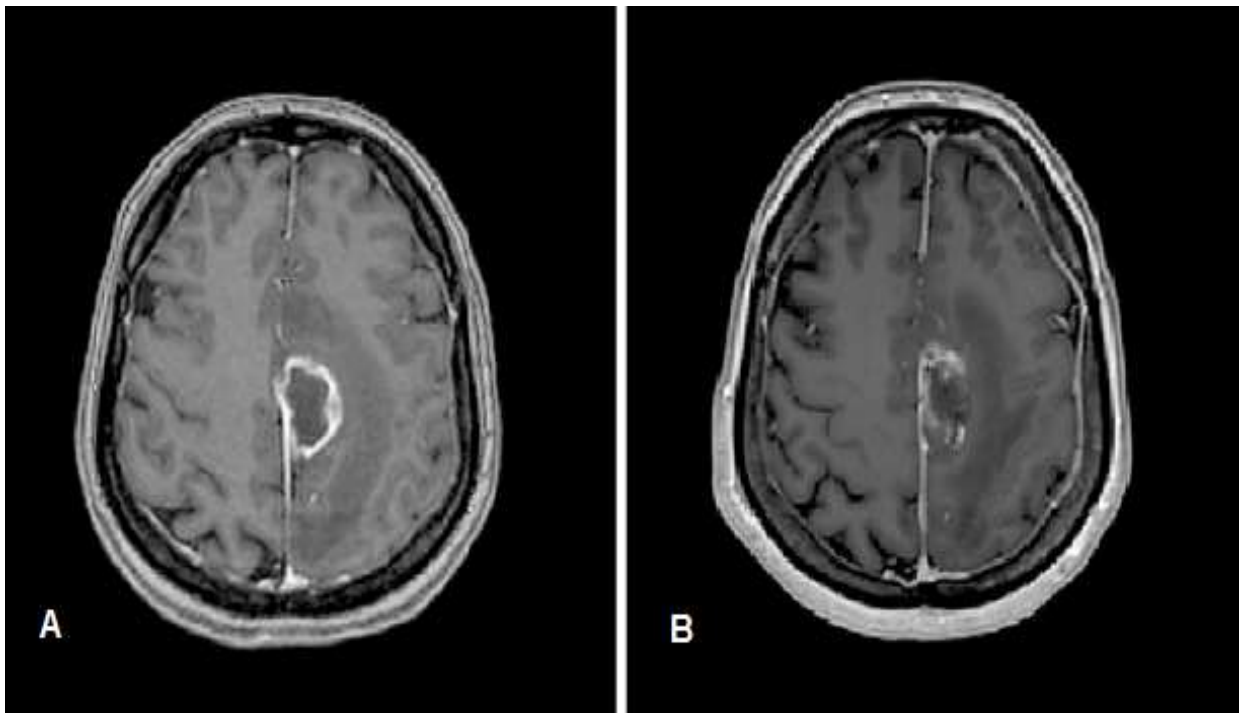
Kernspintomographische Bildgebung eines Glioblastoms (Abb. aus der Universitätsmedizin Mainz)
